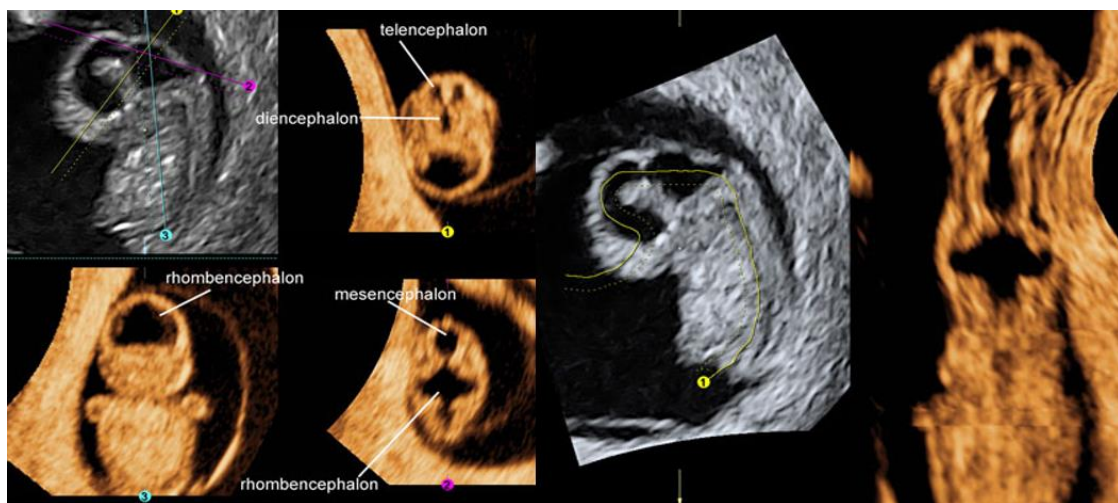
Reconstrucción 3D con omniview mostrando el SNC en desarrollo en un feto de 8 semanas postmenstrual. Plano de adquisición sagital. Se muestra el telencéfalo, el diencefalo, el mesencéfalo y el romboencéfalo. Fuente: Tomado de <http://www.glowm.com/ultrasoundAtlas>
